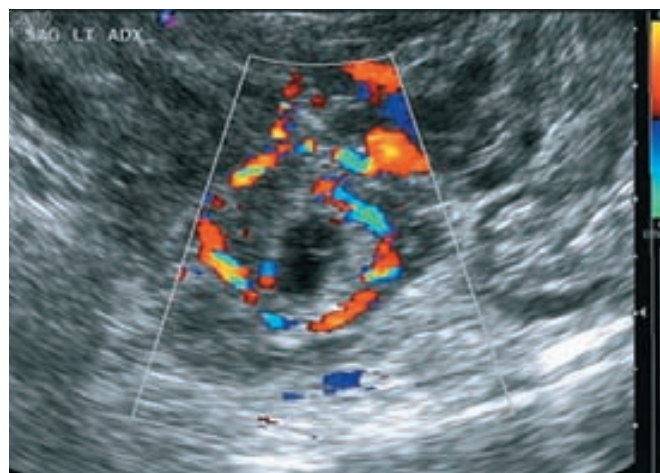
Ecografía transvaginal con Doppler de color de un embarazo ectópico. El "anillo de fuego" refleja la irrigación placentaria en la periferia del embarazo. Sin embargo, este dato también se observa en los datos del cuerpo lúteo. (Cortesía de la Dra. Elysia Moschos.)
